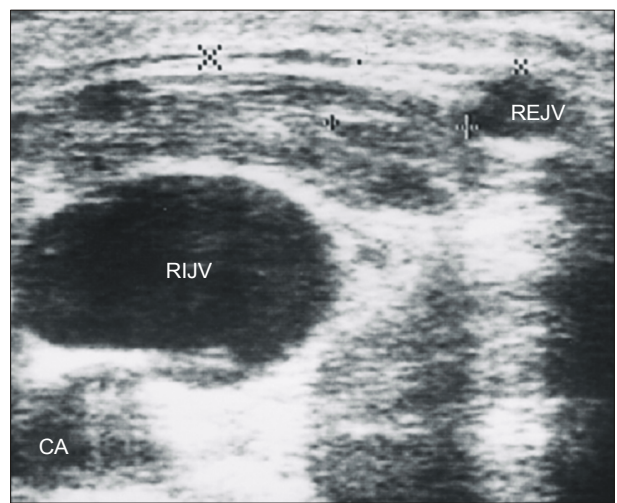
The distance between the RIJV and REJV on the US image. RIJV: right internal jugular vein, REJV: right external jugular vein, CA: carotid artery, US: ultrasound.
